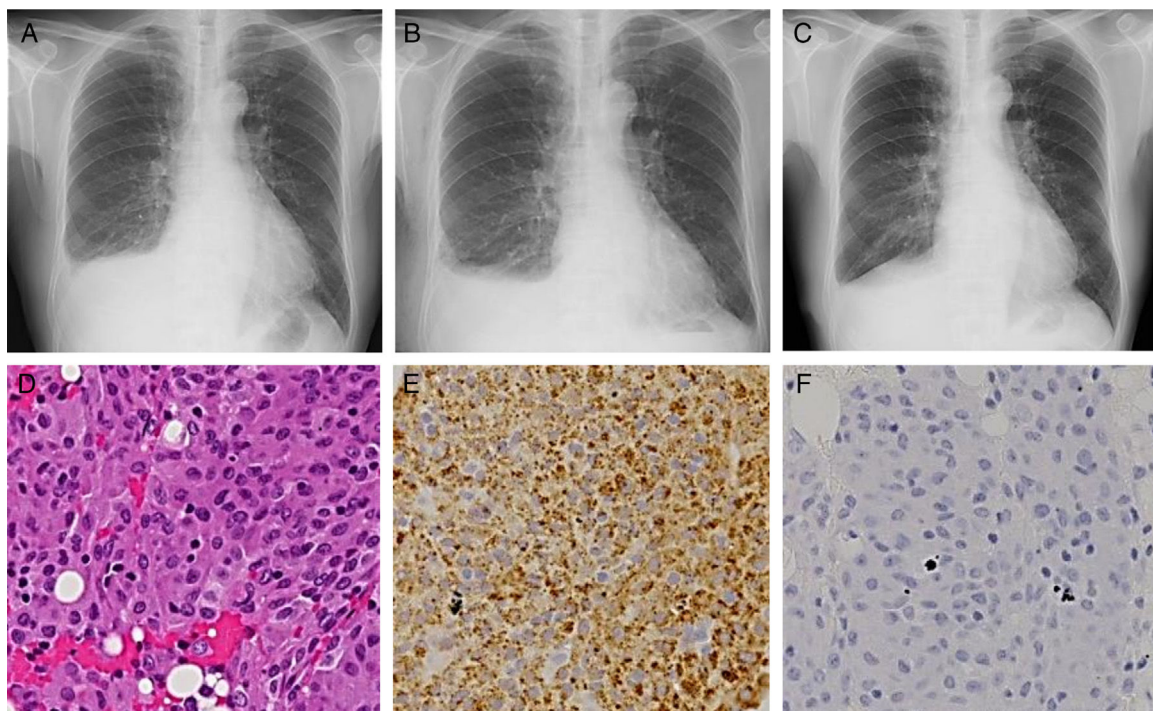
Imágenes de radiografía torácica durante la primera visita a nuestro servicio (A), 3 semanas después de la biopsia pleural (B) y 2 semanas después de la suspensión del dasatinib (C). Imagen microscópica con tinción de hematoxilina-eosina (D; 200 aumentos) e imágenes microscópicas inmunohistoquímicas que muestran anticuerpos anti-CD68 (E; 200 aumentos) y S-100 (F; 200 aumentos).
